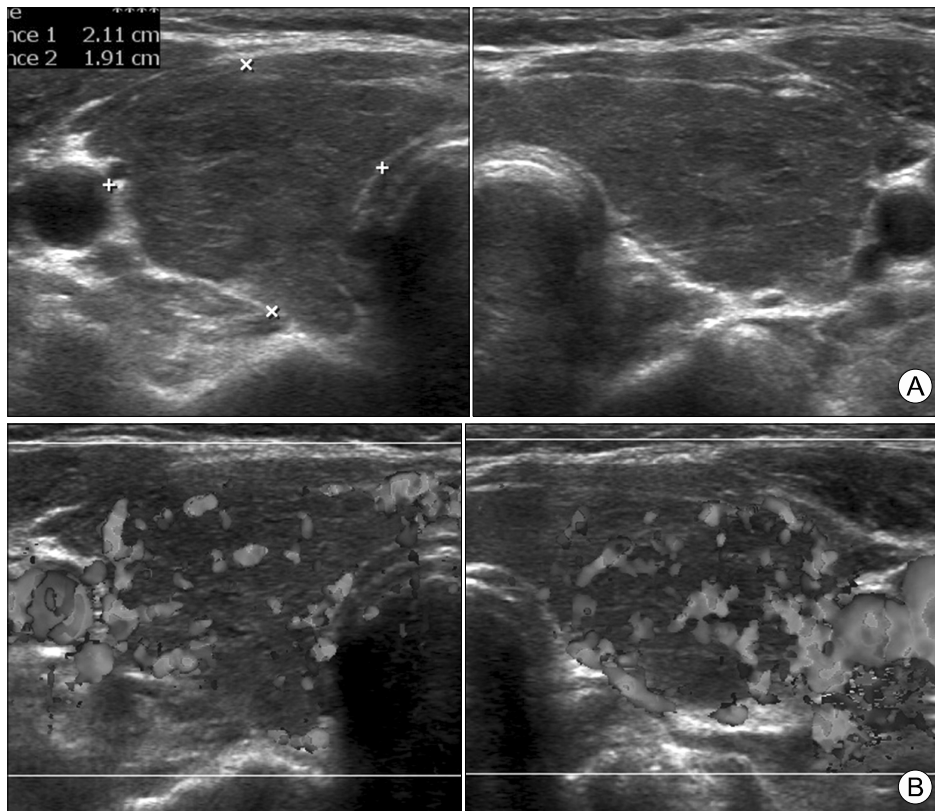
Thyroid ultrasound in transverse view showed a heterogeneous parenchyma (A) and an increased blood flows (B) of the thyroid gland after 4 months.
